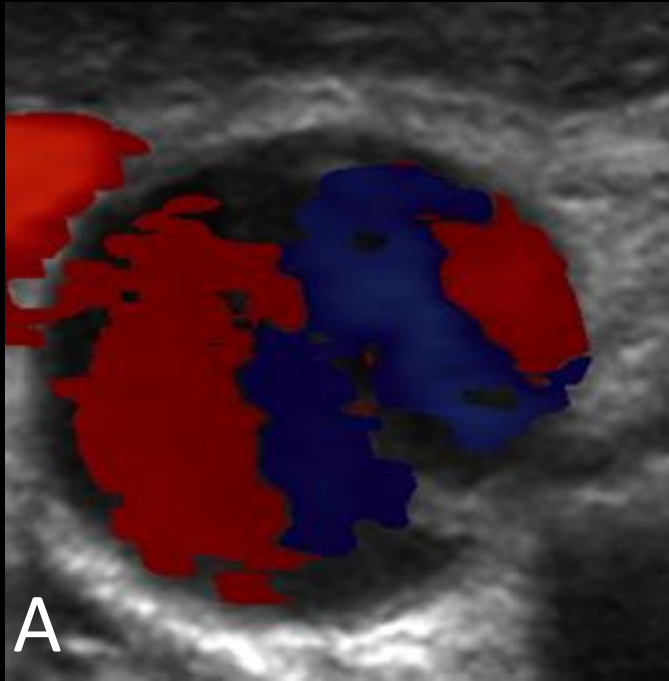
Corte transversal da carótida comum demonstrando o Duplo Sinal do Yin-Yang ao modo Color Doppler na ultrassonografia (figura A), corte esquemático (figura B) e o tradicional símbolo Yin-Yang da cultura chinesa ancestral, na mesma posição do sinal apresentado (figura C).
